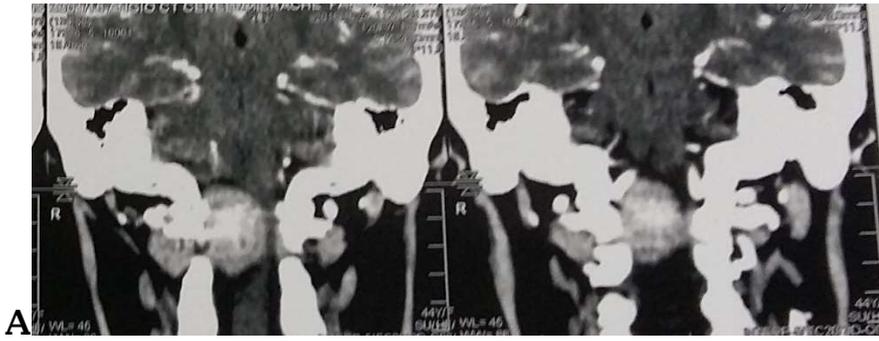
CT (A, B) et IRM (C) préopératoires du patient n° 3 dans le tableau F.1. Les images peropératoires de l'abord (D) et des composantes extradurales (E) et intradurales (F) de la tumeur. L'articulation C1C2 est exposée à la fin de la résection (G) avec la partie verticale de V3 (pointe de flèche). L'IRM postopératoire (H, I) confirme l'excision totale de la tumeur.
